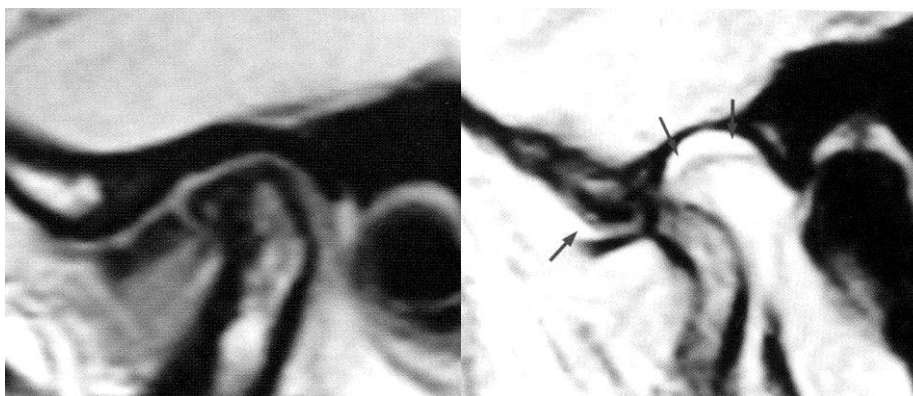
RMN scansione sagittale ATM. A sinistra sono apprezzabili alterazioni ossee di tipo artrosico e il disco totalmente dislocato, a destra si evidenzia in corrispondenza delle frecce un versamento nella camera superiore e nel recesso anteriore (Prati e Zerman, 2006).
